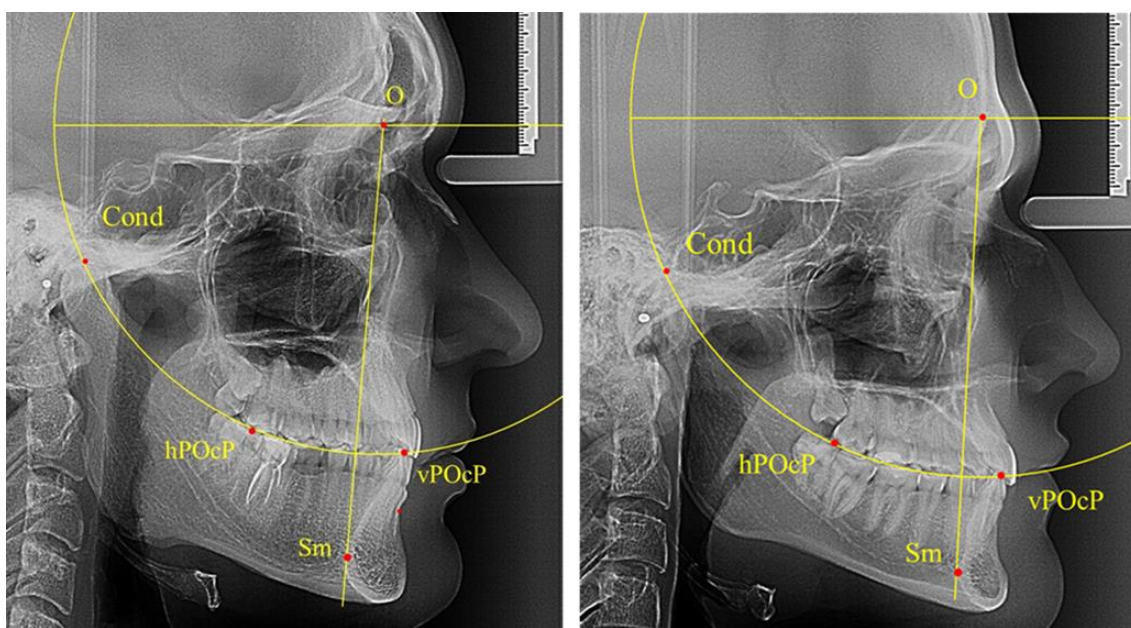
Положение первых верхних премоляров при мезотрузии с широкими (а) и средними (б) размерами подбородка
